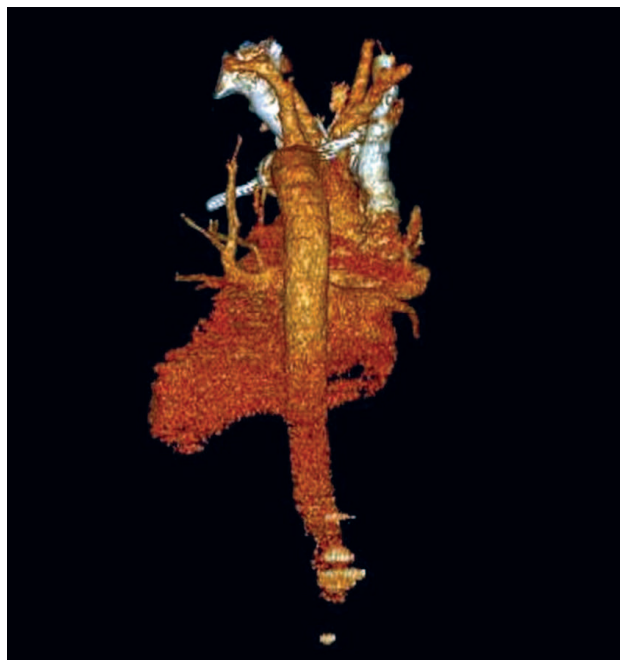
Tomografia de tórax com reconstrução tridimensional, com corpo estranho transfixando aorta torácica
